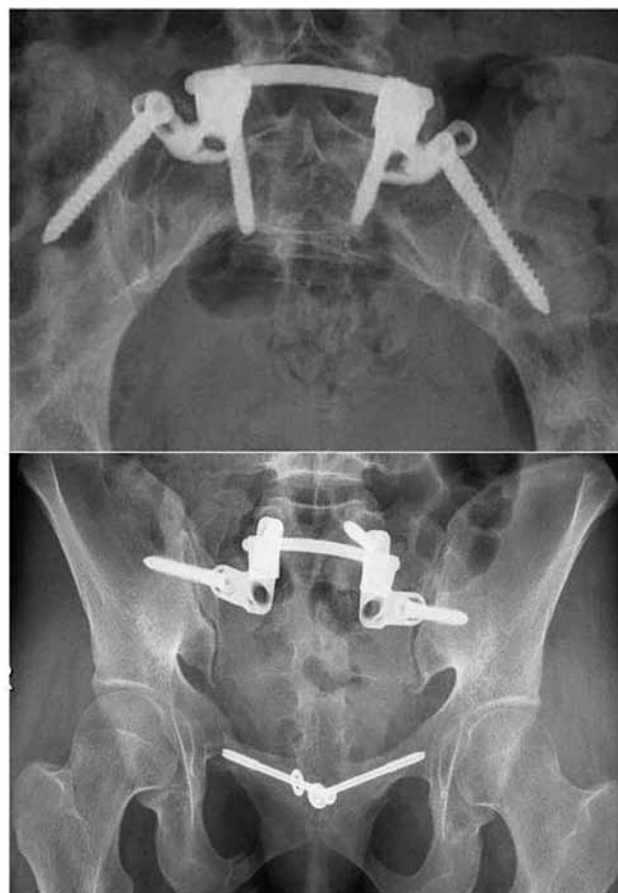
Obrazová dokumentace 21leté pacientky po autonehodě: a – úrazový snímek a 2 CT skeny: zlomenina 4 ramének a transforaminální zlomenina sakra vpravo, nekompletní poranění z laterální komprese vlevo, b – stav 6 týdnů po osteosyntéze – fixace zlomenin ramének pubickými šrouby, vpravo uvolnění, stabilní fixace spinopelvická zadního segmentu nedovolila selhání osteosyntézy. Byla indikována pouze výměna šroubu.
